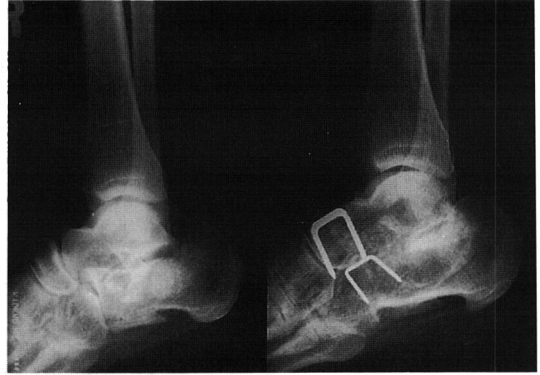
Lateral radiograph(A) of an ankle before triple arthrodesis for posttraumatic arthritis of subtalar and calcaneocuboid joint and lateral radiograph (B) taken 10 years later. There is no increase in the degenerative changes at the tibiotalar joint.
